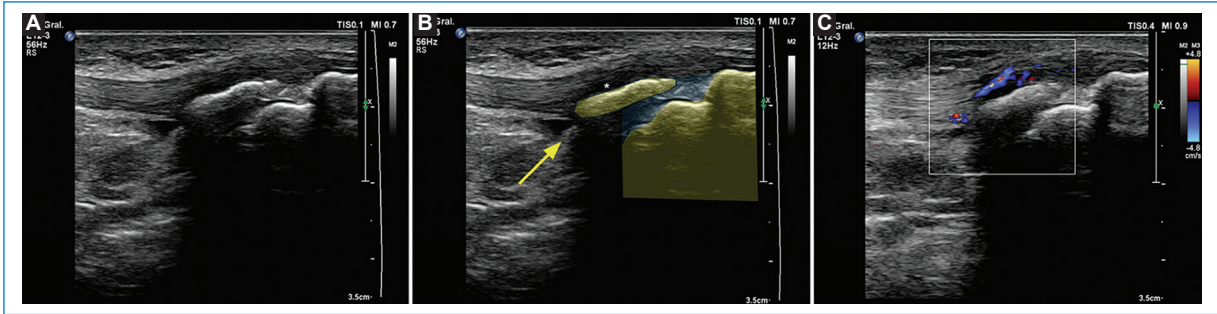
US paciente de 14 años con dolor focalizado en TAT. (A y B) Se observa ensanchamiento de las fibras del tendón rotuliano distal con disminución de la ecogenicidad intrasustancia (asterisco) consistente con cambios inflamatorios. El núcleo apofisario se observa prominente (flecha) y el cartílago apofisario levemente ensanchado (celeste). (C) Aumento de vascularización con técnica Doppler color.
